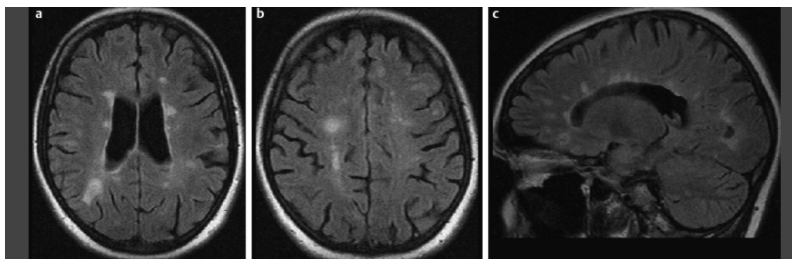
Darstellung von FLAIR-Sequenzen mit zahlreichen gut abgrenzbaren hyperintensiven MS-Herden im Marklager [110].
